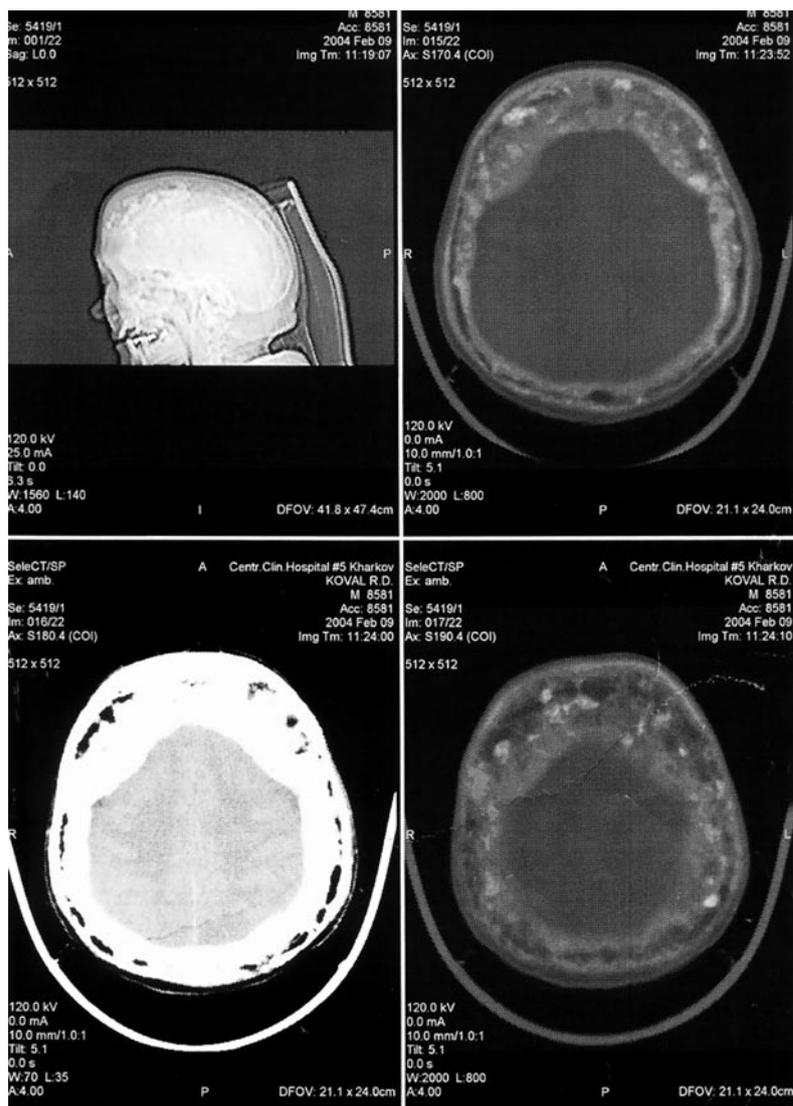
МР-томография больной С.
